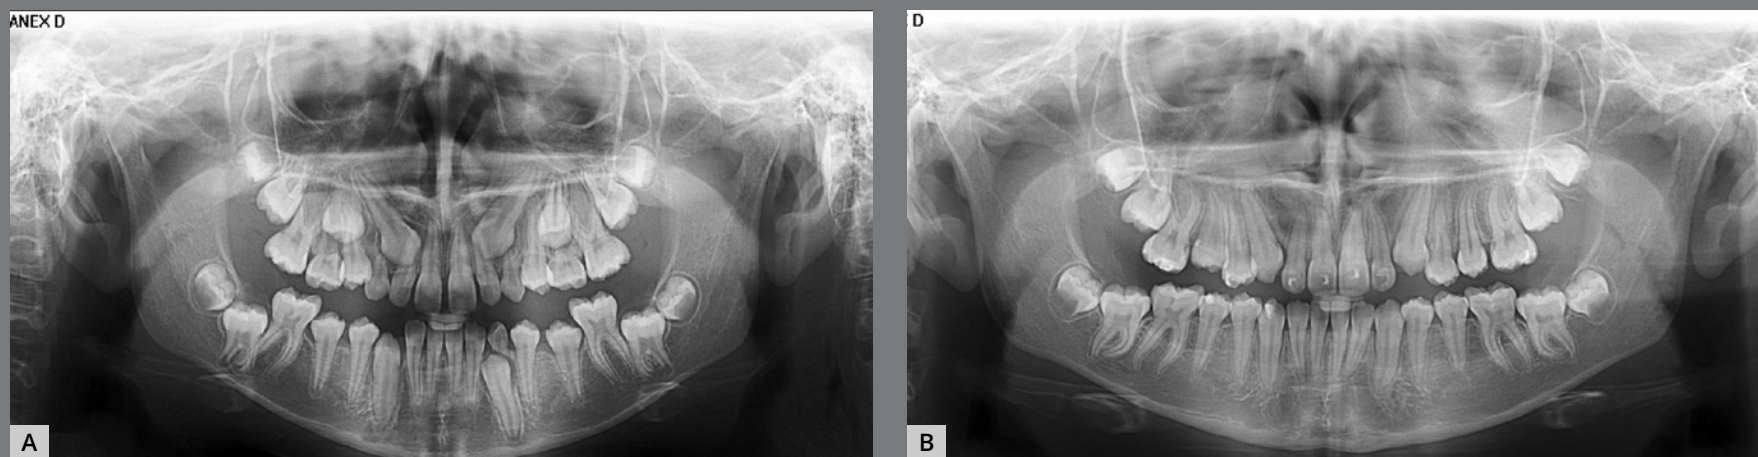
Caso de caninos ectópicos por palatino bilateralmente, tratados com sucesso por meio da extração dos caninos decíduos. A) Aos 12 anos de idade, no segundo período transitório da dentição mista, a sobreposição do germe do canino com a raiz dos incisivos laterais revelou erupção ectópica dos caninos superiores. Radiografias periapicais com a técnica de Clark confirmaram o deslocamento palatino dos germes dos caninos. B) Um ano após a extração dos caninos decíduos superiores, aos 13 anos de idade, os caninos permanentes superiores irromperam com sucesso, sem a ocorrência de retenção ou impacção dentária (crédito: Dra. Cristiane Nakano).
